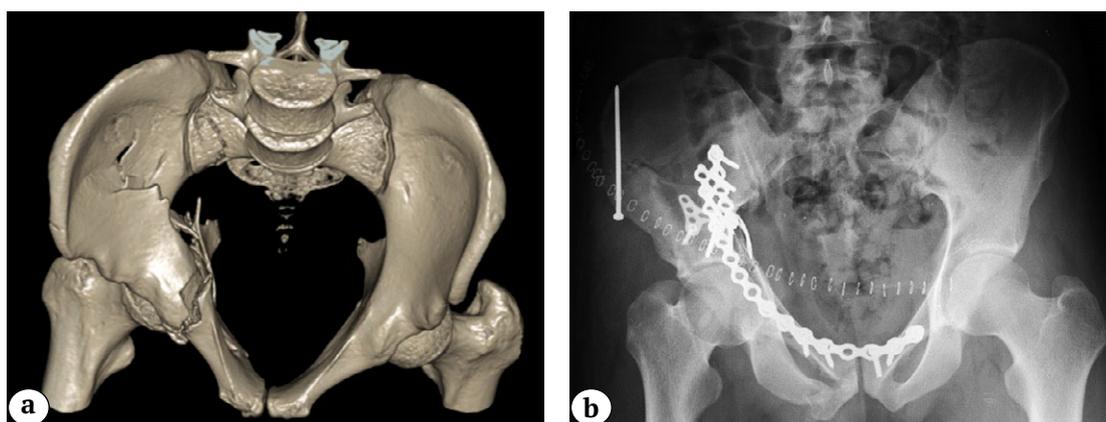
Двухколонный перелом правой вертлужной впадины (АО/ОТА 62C1e): а — 3D-реконструкция КТ таза в проекции «вход»; б — послеоперационный рентгеновский снимок таза в прямой проекции
